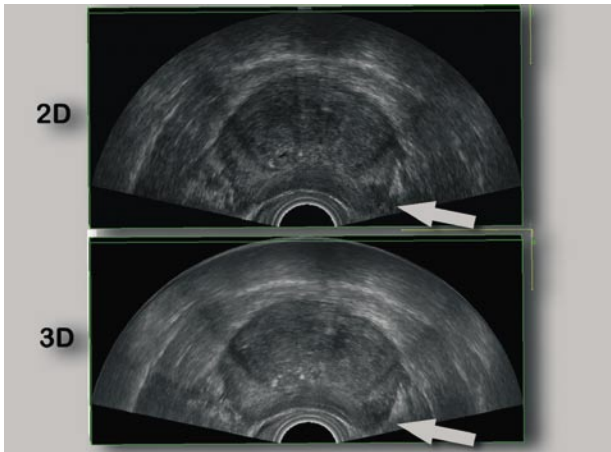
Corte transversal de ecografía transrectal de una próstata. Arriba imagen bidimensional. Debajo el mismo corte con visualización en tres dimensiones. Se observa área hipoeoica en zona periférica de lóbulo izquierdo (flecha).
